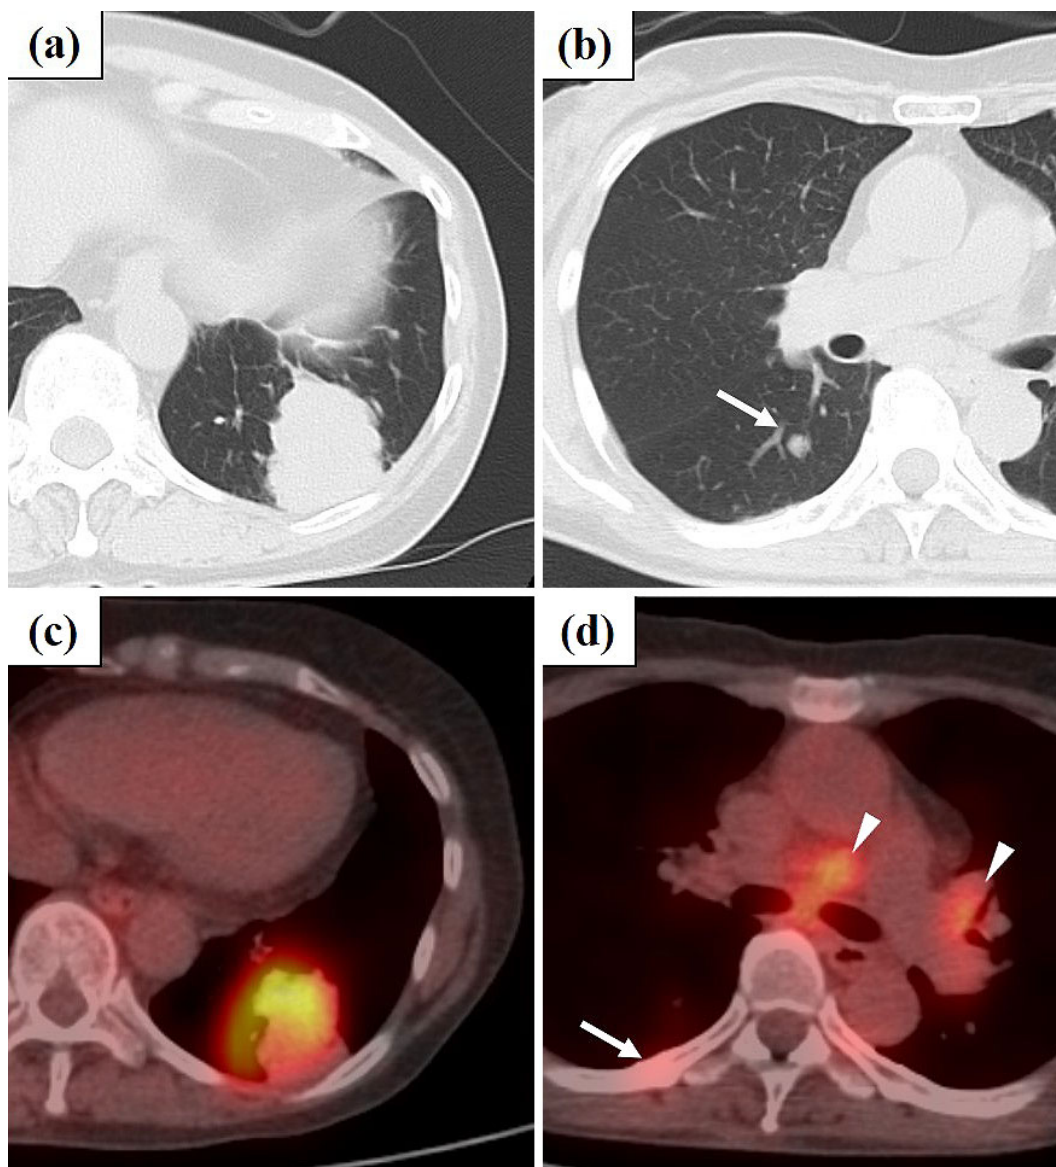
Chest CT on admission showing a tumor in the left S⁹ segment (a) and small nodules in the bilateral lung fields (b: arrow). PET-CT before crizotinib therapy showed the abnormal uptake of FDG in the left lower lung tumor (SUVmax; 7.4) (c), mediastinal lymph nodes (d: arrowheads) and the right sixth rib (d: arrow).
